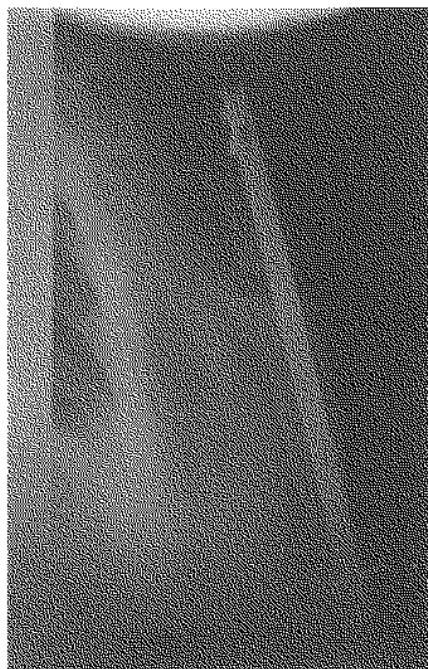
Radiographie standard.
